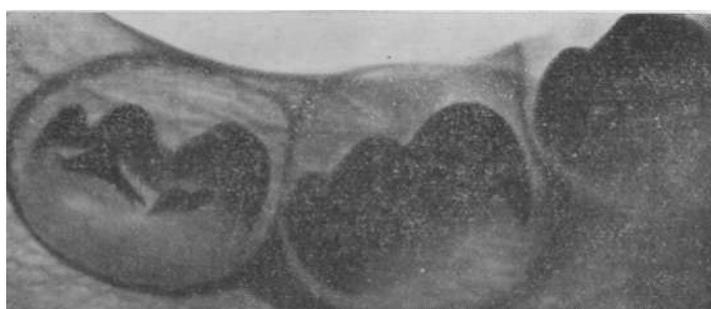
Рентгенограмма фрагмента нижней челюсти тупа ребенка 12 мес. Почти полное обесцвествление коронок молочных моляров и всей жевательной поверхности моляра.
